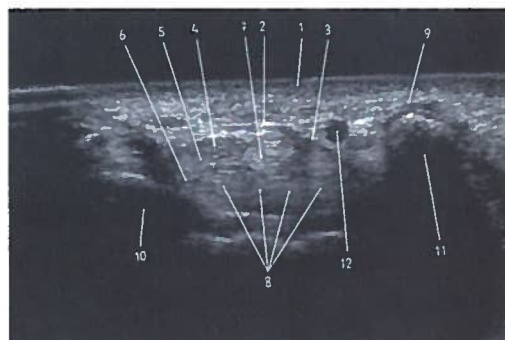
Estudo axial do canal cárpico direito em ecografia
